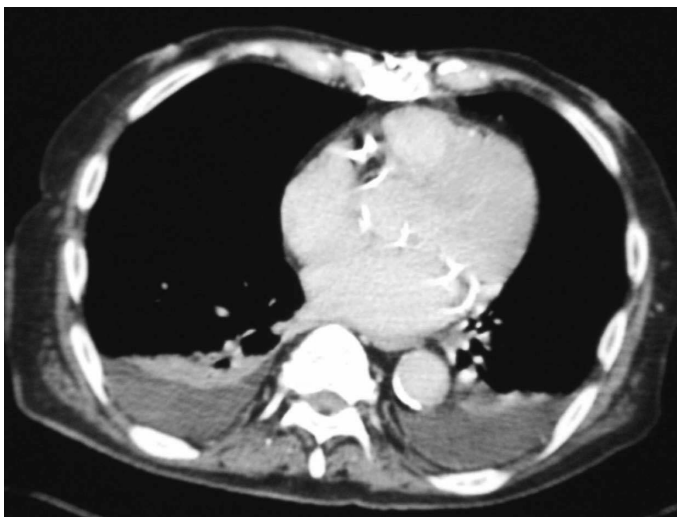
Chest CT scan shows large amount of bilateral pleural effusion. There is no inflammatory focus.
